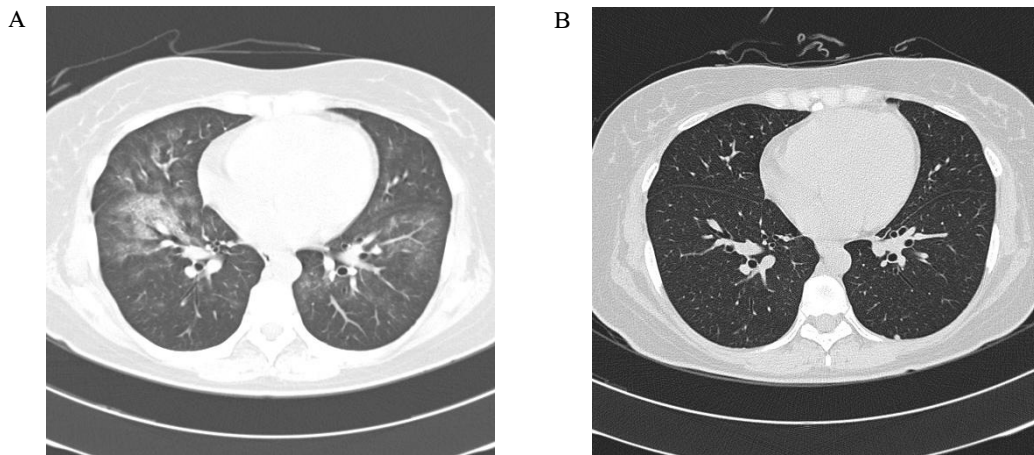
A. Initial HRCT. Showing diffuse ground glass opacity in right middle lung. B. Follow-up HRCT. Showing improvement of ground glass opacity in right middle lung.
